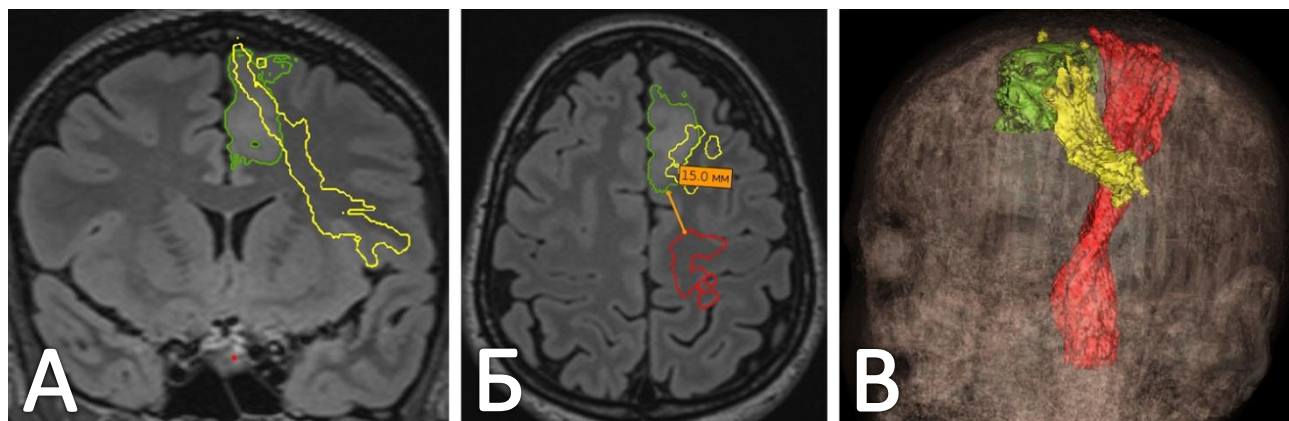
Реконструкция трактов белого вещества у пациентки В. в предоперационном периоде (зеленым цветом обозначена опухоль, красным – КСТ, желтым – ЛКП). А. Коронарный срез МРТ в последовательности Т2-ВИ FLAIR. Б. Аксиальный срез МРТ в последовательности Т2-ВИ FLAIR с определением расстояния между опухолью и КСТ с использованием инструмента «измерение». В. 3D-модель головы пациентки с наложенной на нее моделью опухоли и реконструированными КСТ и ЛКП
